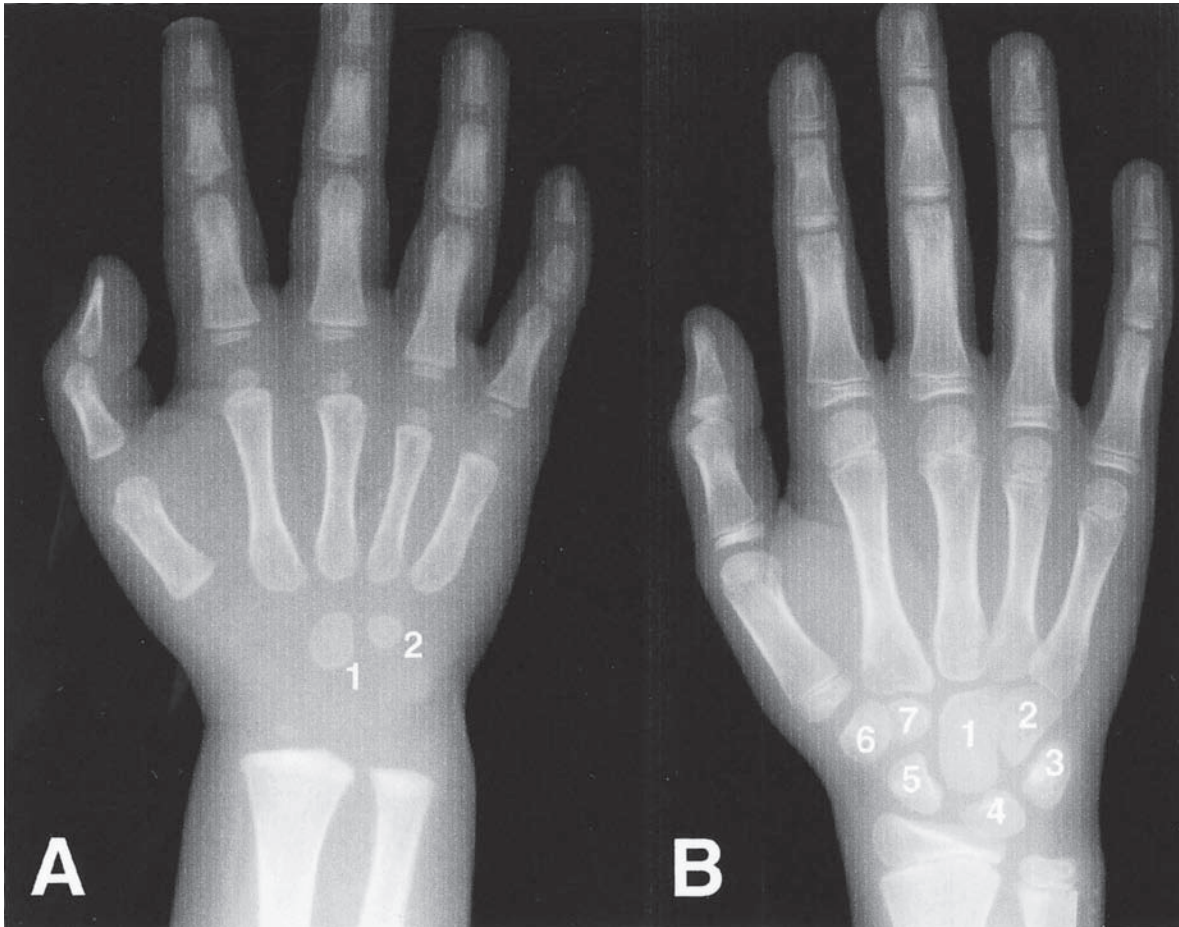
Radiografías dorsopalmars de la mano en diferentes etapas de osificación. (A) Niño de 2 años. (B) Niño de 10 años. 1) Hueso grande. 2) Ganchoso. 3) Piramidal. 4) Semilunar. 5) Escafoides. 6) Trapecio. 7) Trapezoide. Obsérvese en A la aparición de los centros de osificación de las bases de las falanges y de las cabezas de los metacarpianos. Obsérvese en B el centro de osificación de la base del primer metacarpiano.
